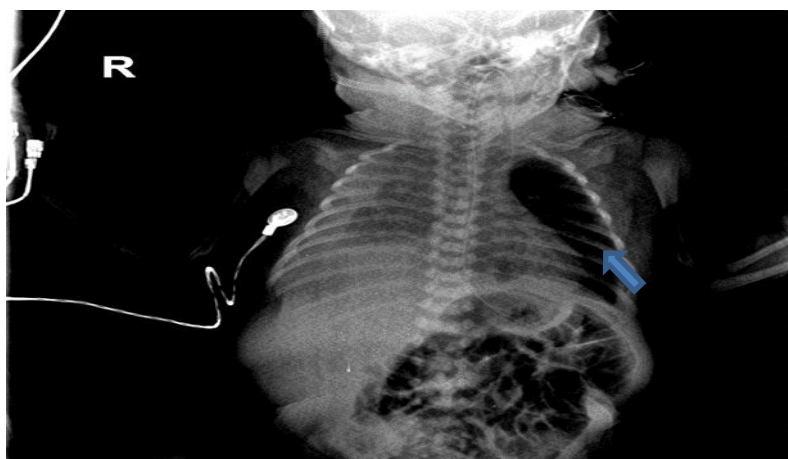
Radiografía de tórax (17 días de vida): Pulmón derecho reducido en volumen (aproximadamente 1/3 del volumen del izquierdo) más derrame pleural derecho (Flecha).
